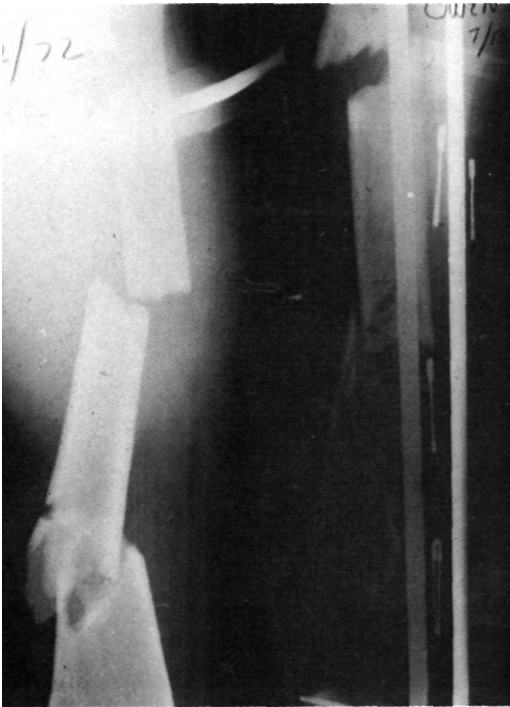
Radiografía de una fractura segmentaria, conminuta.
